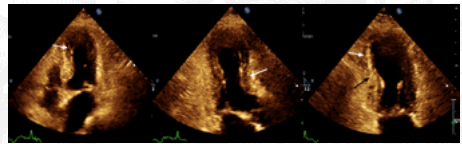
Ecocardiograma transtorácico. A) Imagen en 4 cámaras con acinesia septal apical (flecha). B) Imagen en 3 cámaras con hipocinesia anterolateral medial (flecha). C) Imagen en 2 cámaras con acinesia inferolateral (flecha blanca) e hipocinesia inferomedial (flecha negra).
